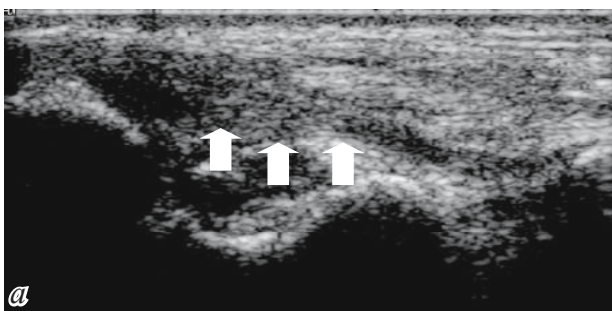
Частичное поражение большеберцово-пяточной части (а), МРТ (б)
